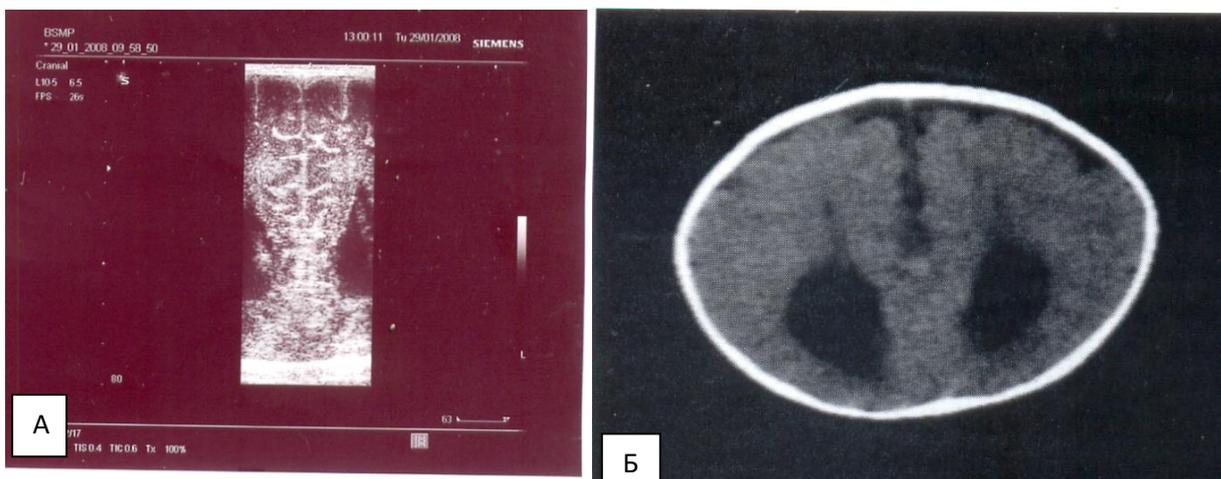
Агенезия мозолистого тела. А-на эхограмме колпоцефалия задних рогов боковых желудочков, фронтальная плоскость сканирования в области задней черепной ямки; Б - на компьютерной томограмме визуализируется параллельное расположение тел боковых желудочков и расширение задних рогов с типичной каплевидной формой.
